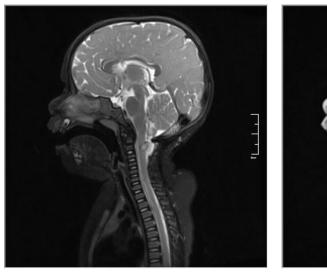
Resonancia magnética de encéfalo con gadolineo en corte sagital y coronal con simetría de hemisferios cerebrales, ensanchamiento de espacio subaracnoideo compatible con ligera atrofia cortico-subcortical, ventriculomegalia sin datos de migración transependimaria, captación de medio de contraste periventricular en cisterna cuadrigeminal, cuarto ventrículo, porción posterior de bulbo, unión bulbo cervical y los 3 primeros niveles cervicales. Estudio de resonancia magnética compatible con seno dérmico cervical, absceso, ventriculitis secundaria y médula anclada del mismo nivel.
